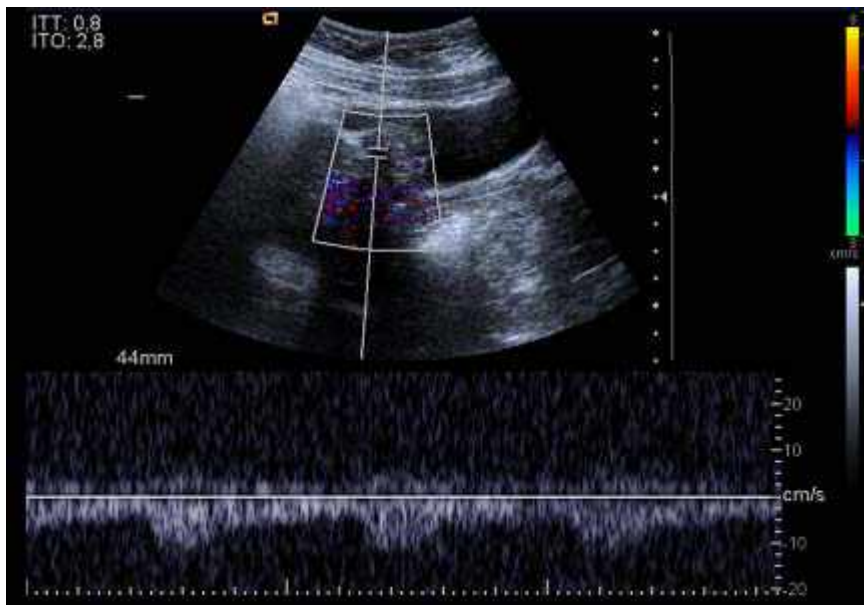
Flujo intralesional en la eco-doppler.
